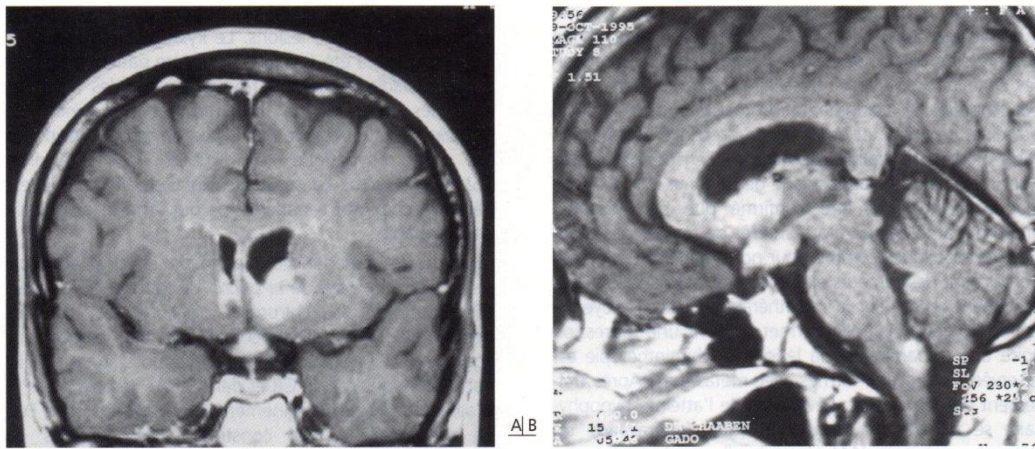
IRM cérébrale coupes coronale (A) et sagittale (B) : multiples lésions nodulaires hyperintenses en T2 prenant le contraste et disséminées sur la ligne médiane.
